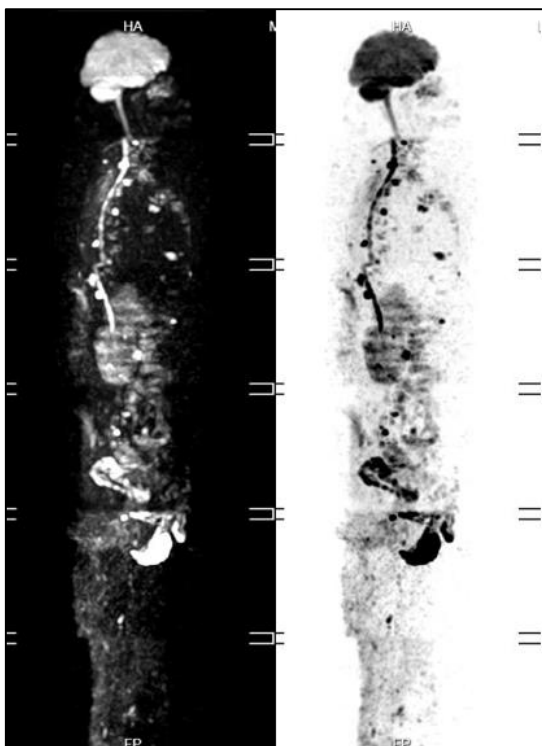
Lesión definitiva de mieloma en hueso iliaco izquierdo detectada por RMN, secuencia DWI.*
